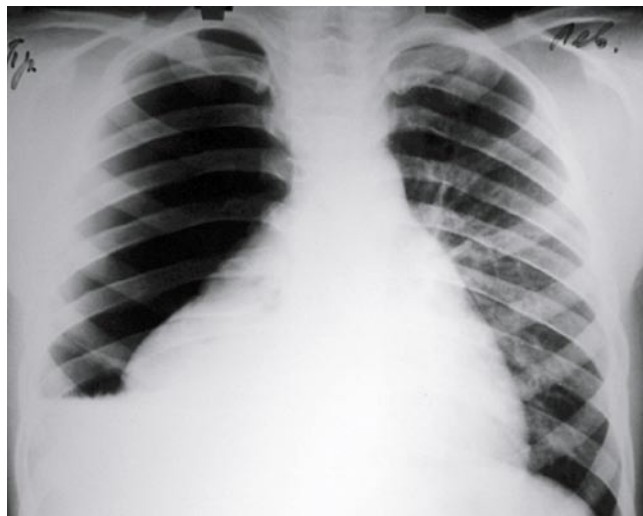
Больной А.А., 13 лет. Рентгенограмма в прямой проекции при поступлении – правосторонний напряженный гидропневмоторакс
